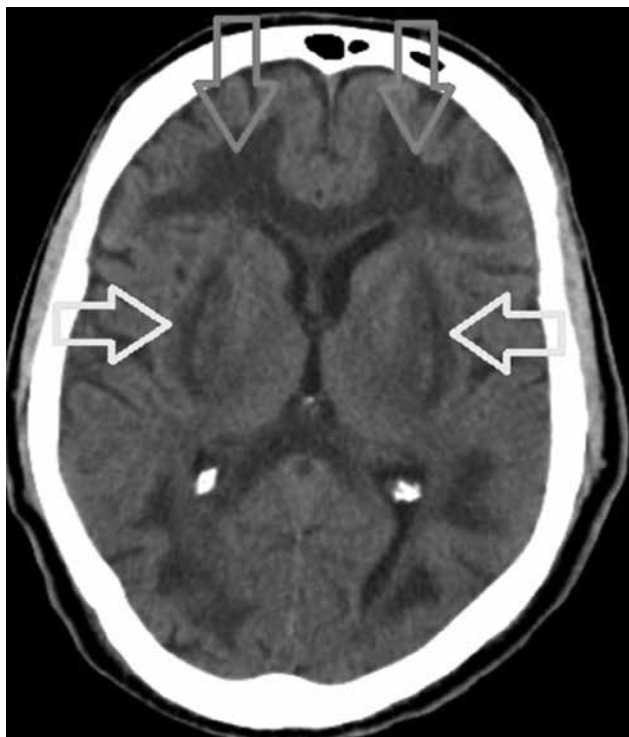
In non-contrast axial cranial CT scan; there is diffuse low attenuation areas in subcortical white matter (down arrows) and both putamina with slightly high attenuation putaminal foci (left/right arrows) consistent with hemorrhage.
